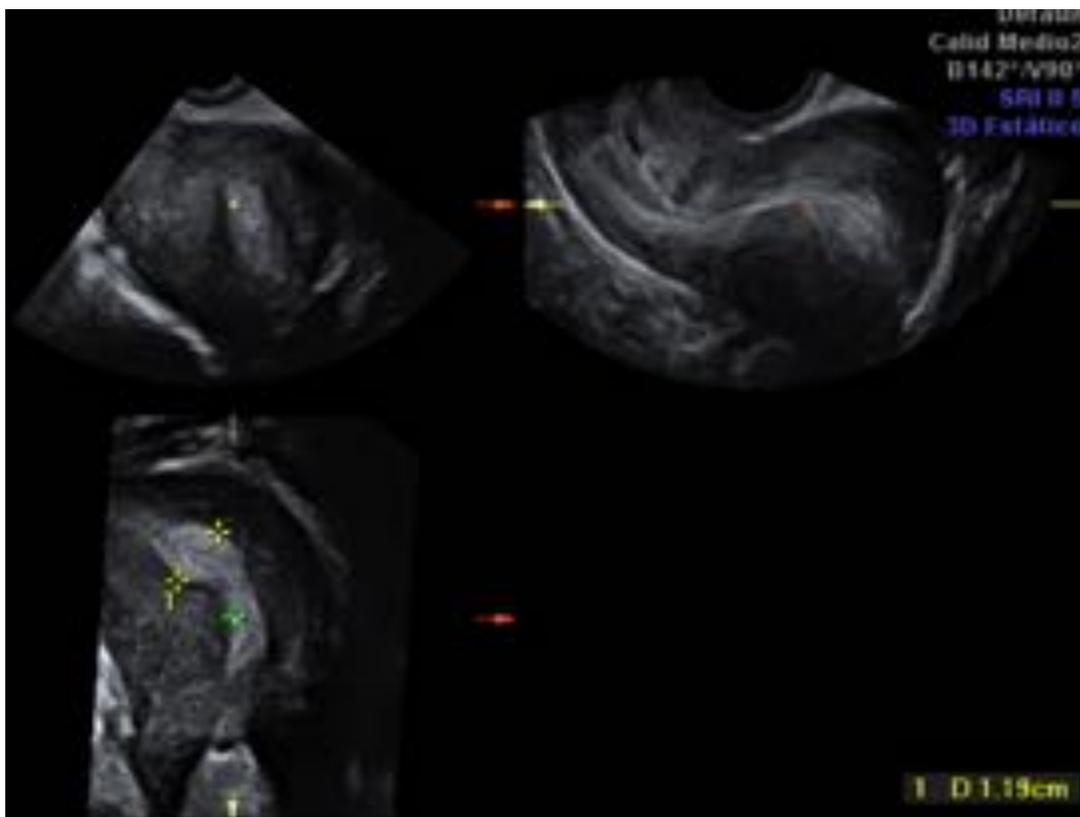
Utero unicorne. ecografía 3D.
